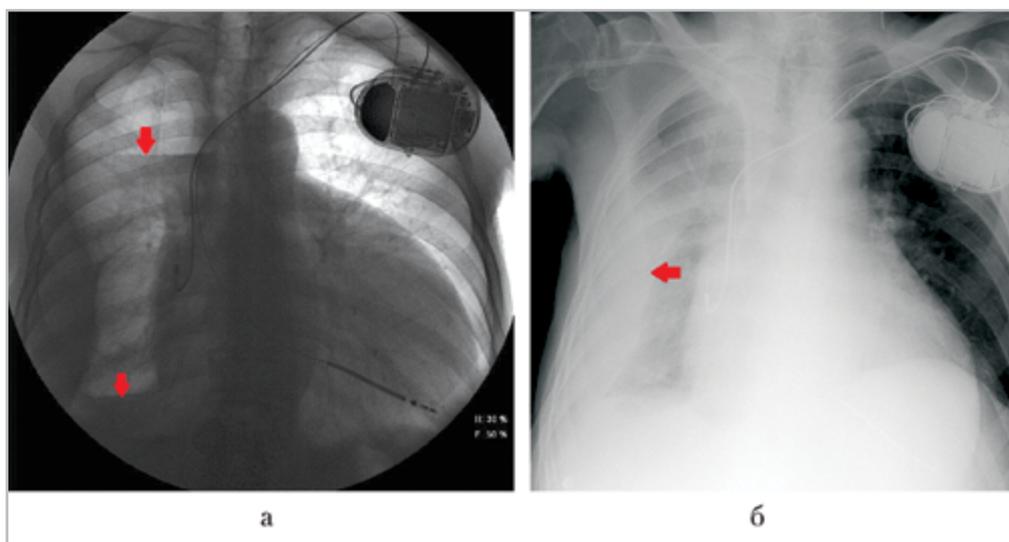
Рентгенограммы органов грудной клетки в прямой проекции в полусидячем положении. В проекции правого легкого визуализируются два горизонтальных уровня жидкости: на уровне передних срезов III и IX ребер (гидропневмоторакс) (а) (стрелки). В плевральной полости справа определяется большое количество жидкости, которое окутывает практически все легкое: в нижних отделах, паракостально, парамедиастинально и апикально, с затеканием в междолевую щель (б) (стрелка)
